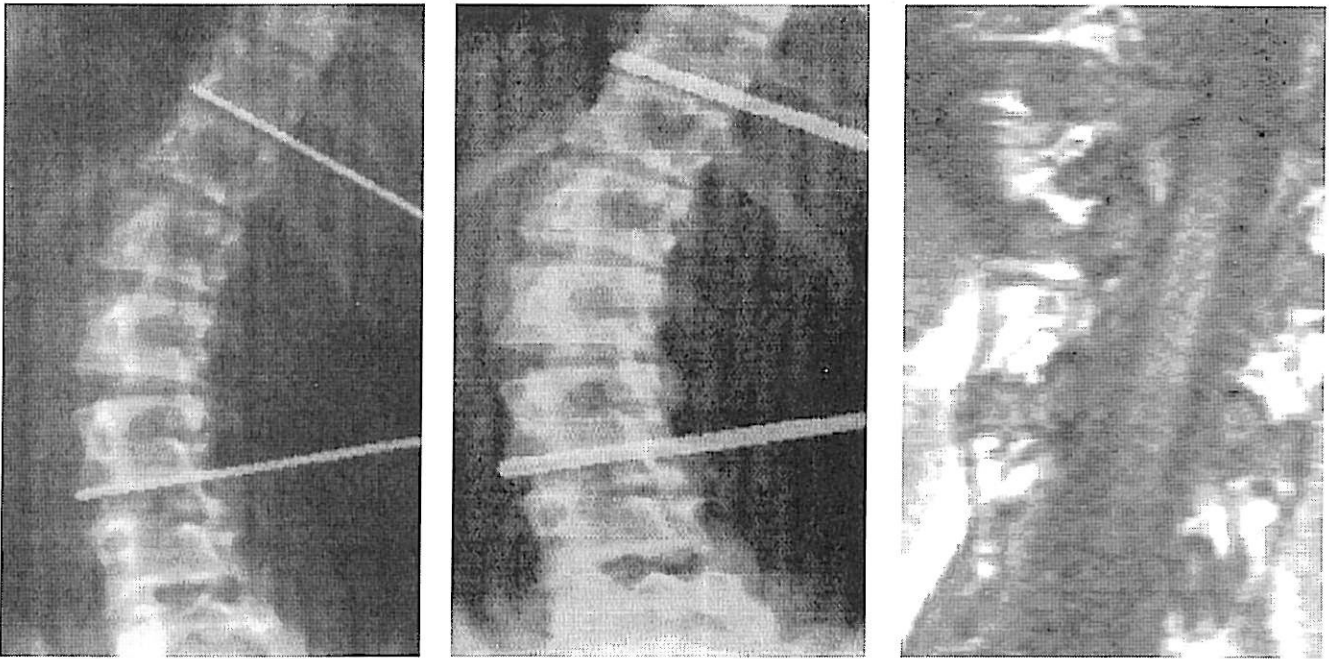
Caso 3, paciente de 19 años con escoliosis idiopática. a. Radiografía preoperatoria 38<sup>º</sup>. b. Postoperatorio, tras sección del filum terminale a los nueve meses, 31<sup>º</sup>. c. RM dorsolumbar preoperatoria, la médula espinal va de una convexidad intrarraquídea a otra.
